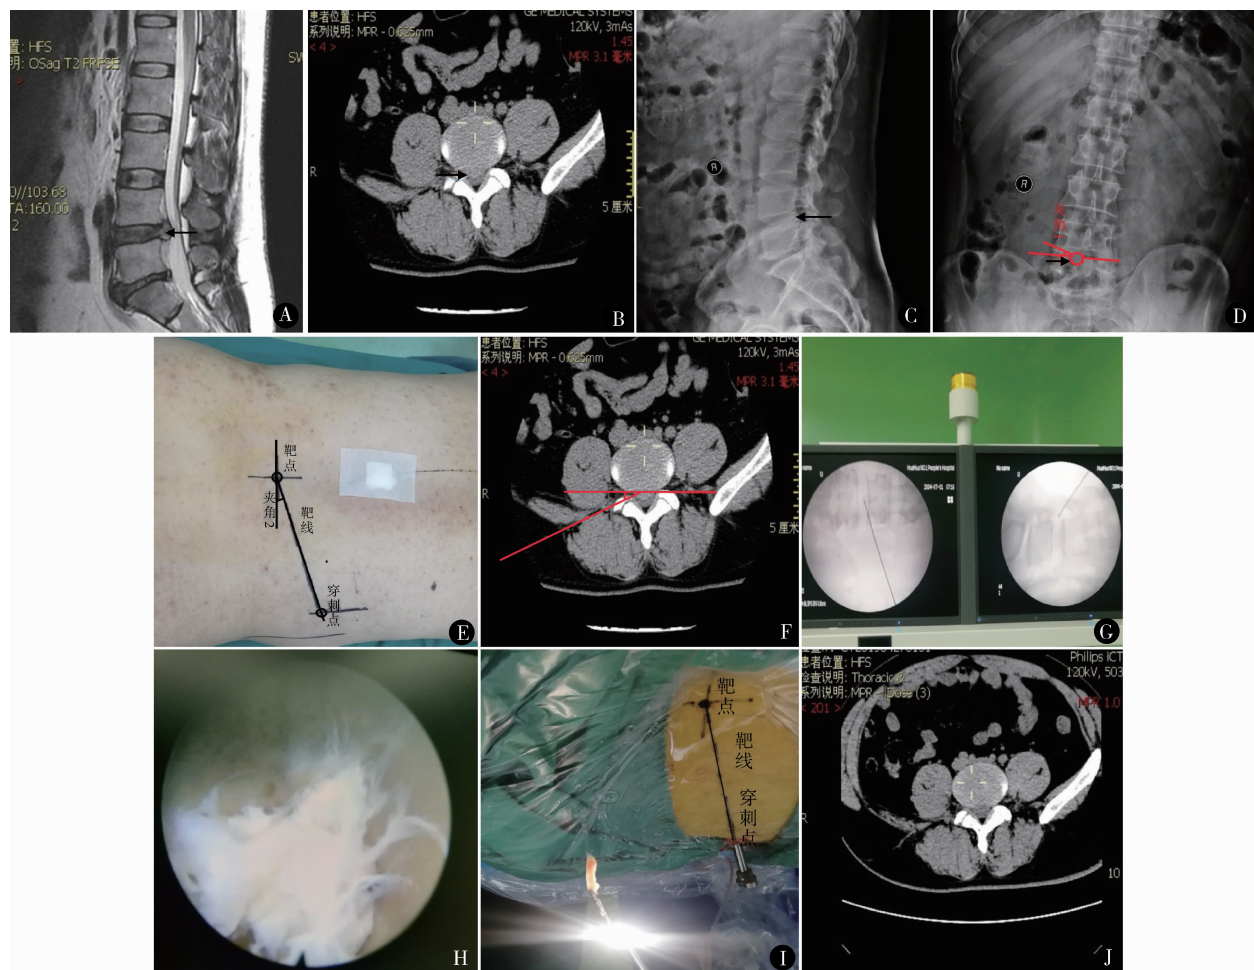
男,46 岁,因下腰痛伴右下肢疼痛麻木 1 年加重 3 周入院,在连续硬膜外麻下行右侧路椎间孔镜下  $L_{4-5}$  椎间盘切除术 A、B. 术前 MRI 矢状位和 CT 轴位片椎间盘突出位置;C、D. 椎间盘突出位置即靶点在 X 线片正位和侧位片的位置;E. 根据术前 X 线片上靶点位置,通过透视在体表上标出靶点、靶线和穿刺点;F. 术前 CT 轴面像测出穿刺时与水平面的角度;G. 穿刺针到达靶点 C 形臂透视的正位和侧位像;H. 孔镜下突出的椎间盘组织;I. 夹取 1 大块椎间盘髓核组织,显示工作管道和体表的靶线投影在垂直面上是重叠的;J. 术后复查 CT 轴面像,突出的椎间盘已消失
